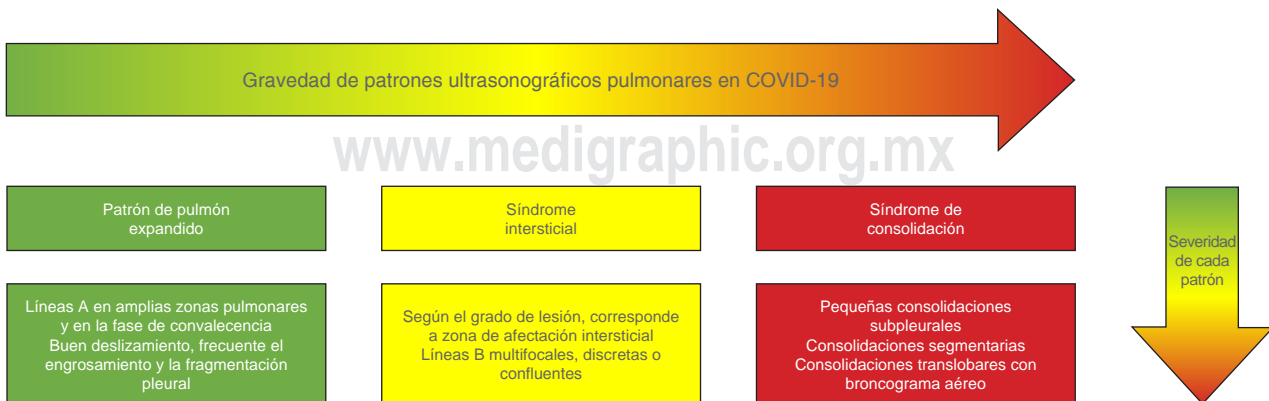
Se aprecian los diferentes patrones ultrasonográficos y las características de severidad según el compromiso de la afectación pulmonar. Cabe resaltar que en un mismo paciente es posible presentar dos o más etapas de evolución debido al compromiso multifocal y periférico característico de la infección COVID-19.
